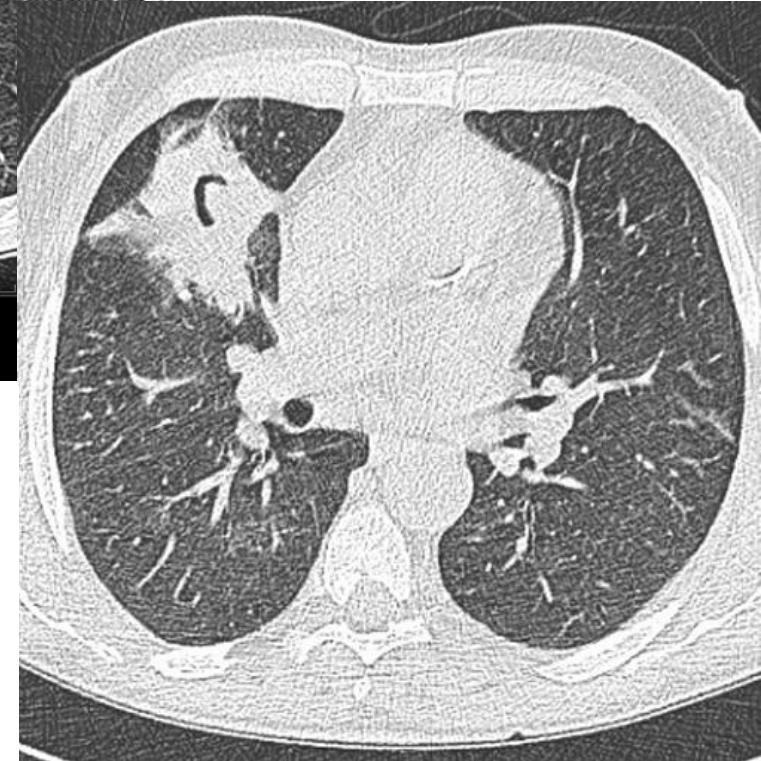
TC en corte axial con ventana de pulmón. Fig. 14. Consolidaciones nodulares, la de mayor tamaño en LID, con discreto halo periférico. Fig. 15. Consolidación con área de cavitación en relación con "signo de la luna creciente"
